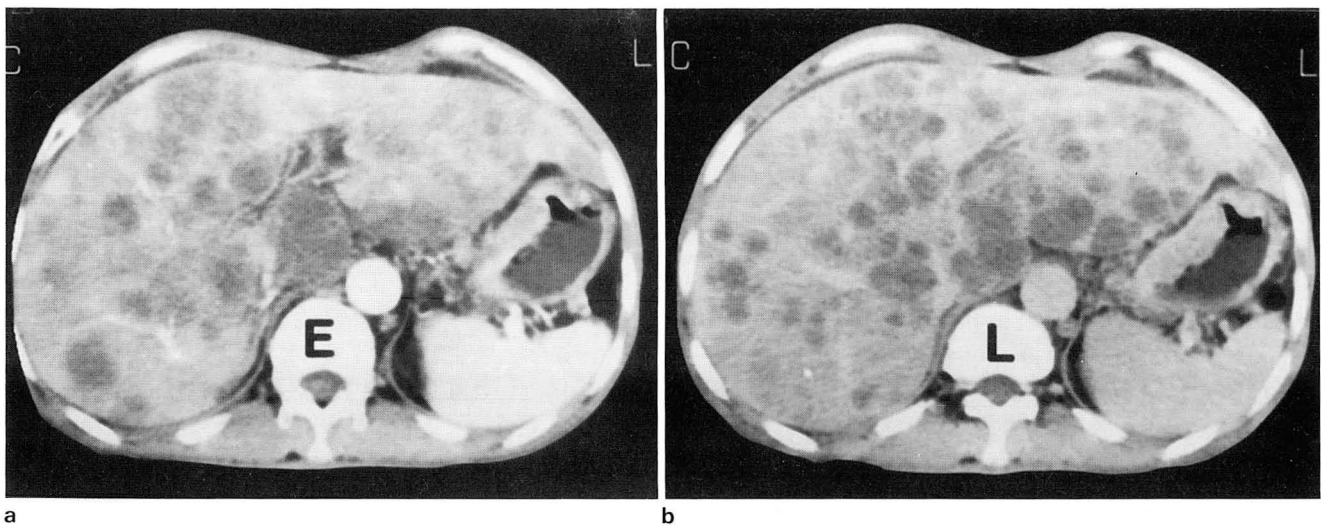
a. Early phase of bolus dynamic CT shows multiple metastases with low attenuation, example of type I.
